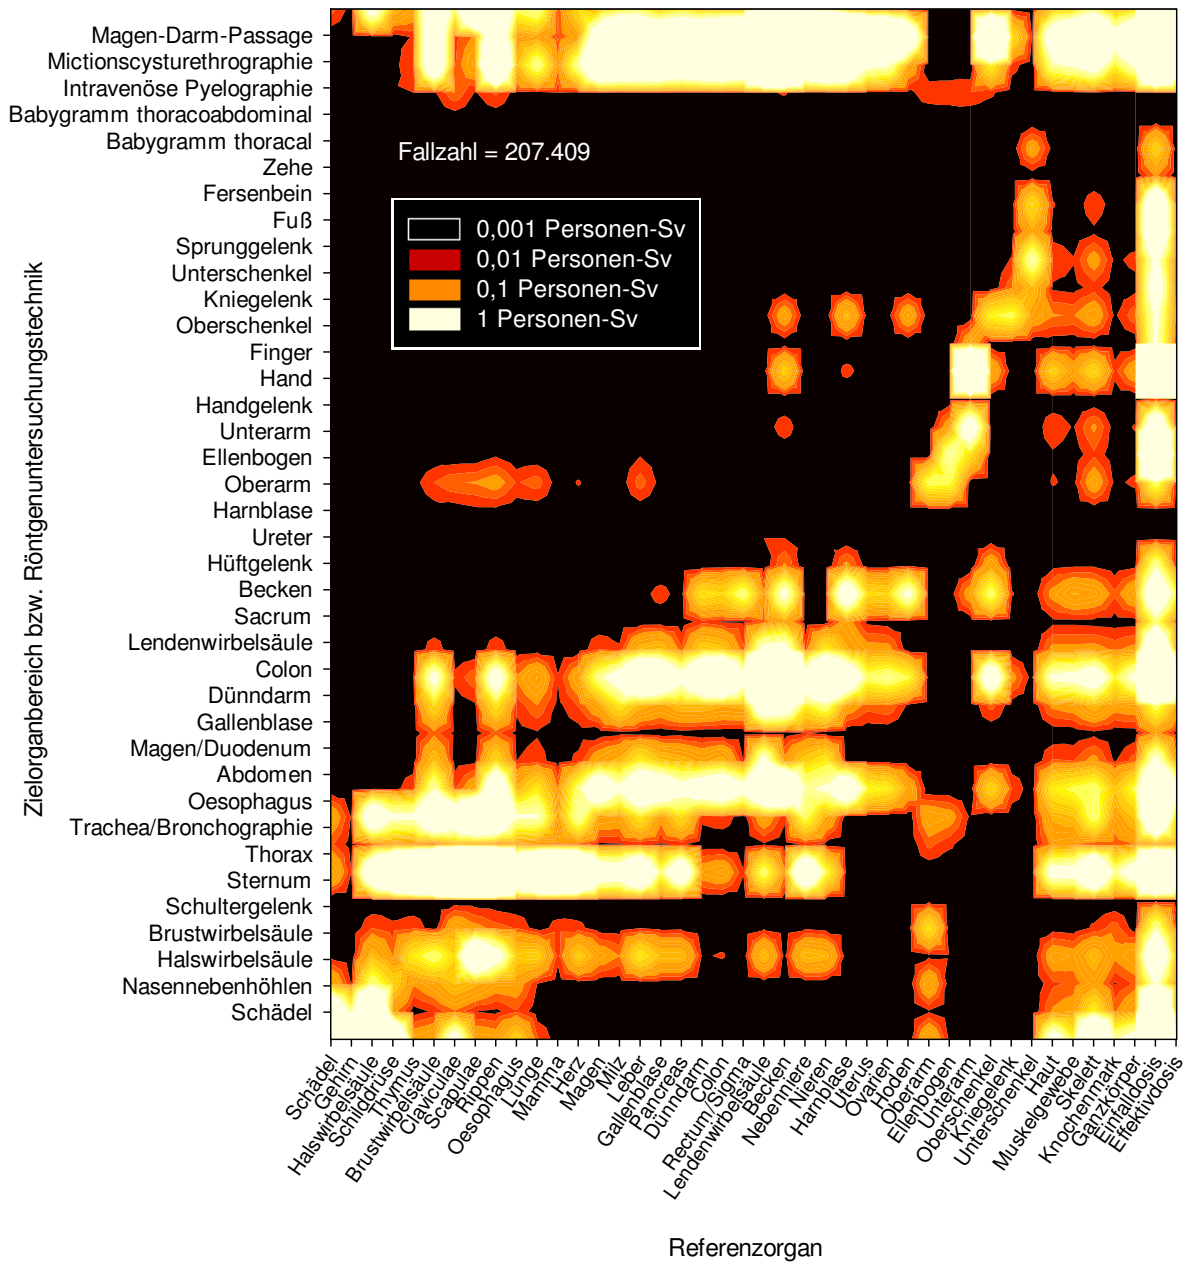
Kollektive Organdosen von 40 Referenzorganbereichen für diverse Röntgenuntersuchungstechniken in der Abteilung Radiologie im Dr. von Haunerschen Kinderspital aus dem Zeitraum 1976 bis 2003.
